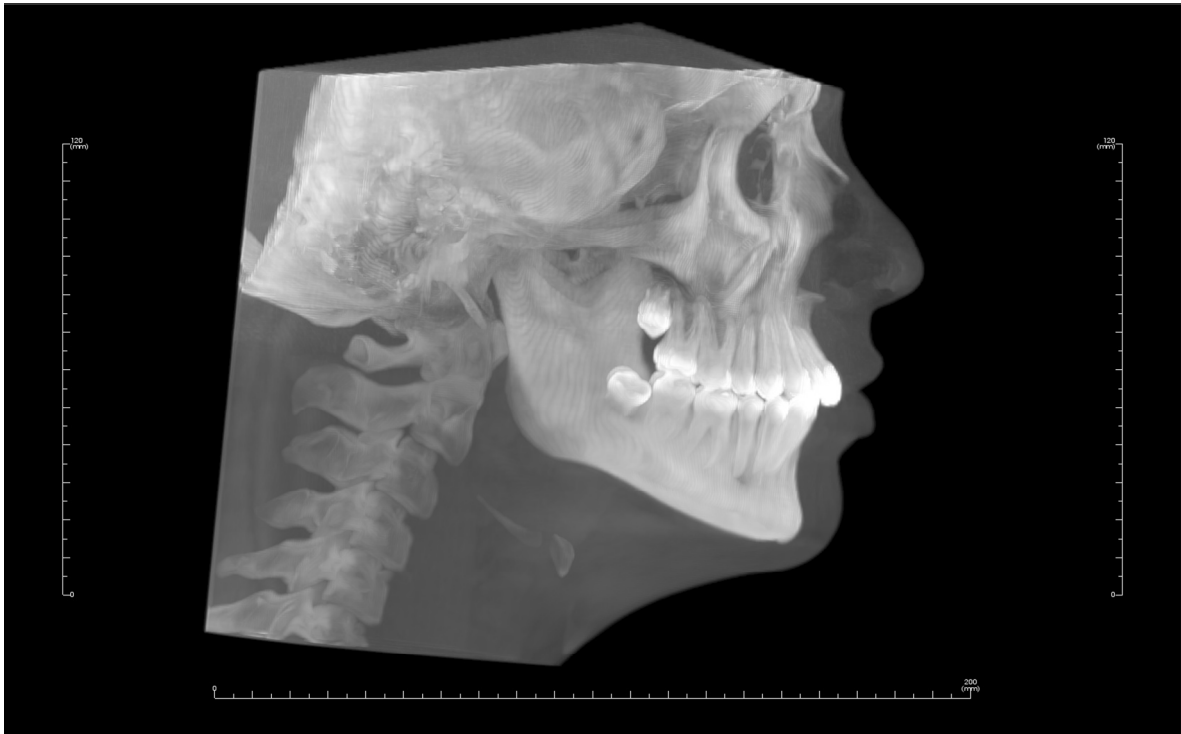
2D-Fernröntgenansicht des IADR-DVT-Datensatzes im Bildmodus *MIP*
